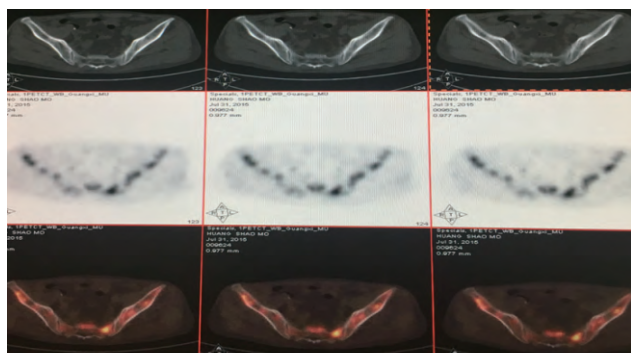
HPS 患者¹⁸F-FDG PET/CT 显像图
